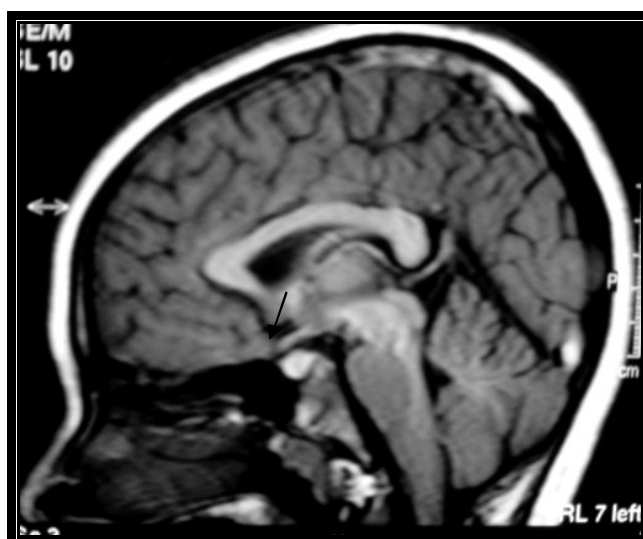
RM do crânio da mesma paciente da figura 31. Sagital SE T1. Observe o hipersinal da hipófise (seta) .
